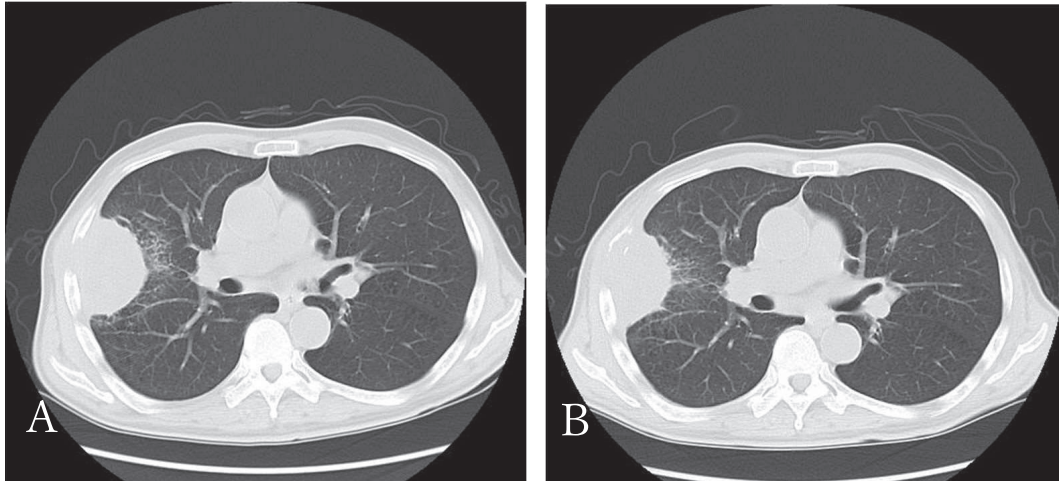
Computed tomography demonstrates a decrease in the size of lung nodules after four cycles of nivolumab.
